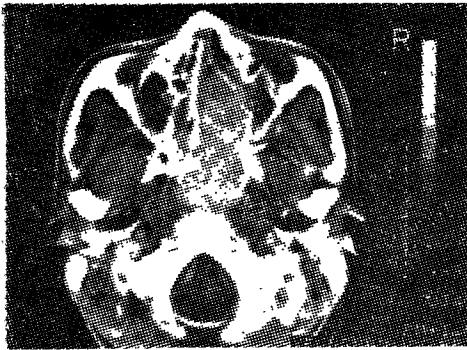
CT scan shows huge nasopharyngeal mass involving the sphenoid sinus.
